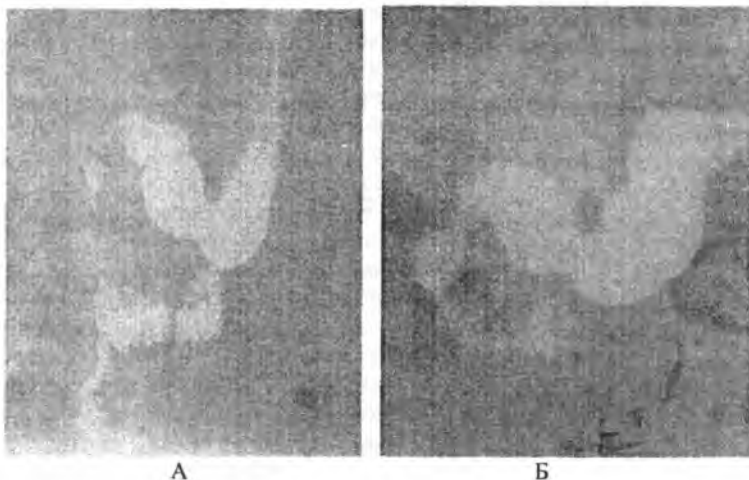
Рентгенограмма желудка через 14 суток (А) и через 1 год после ПДП
